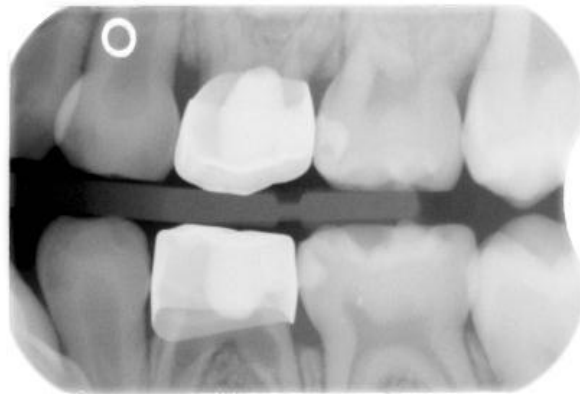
Zahn 74, 18 Monate nach Pulpotomie mit Eisensulfat/IRM®
